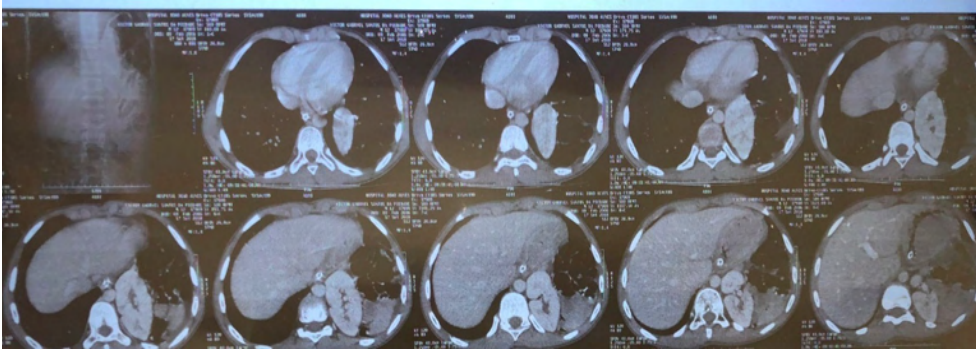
Tomografia de abdome - janela para partes moles, com contraste: Evidenciando a posição ectópica do rim esquerdo.
